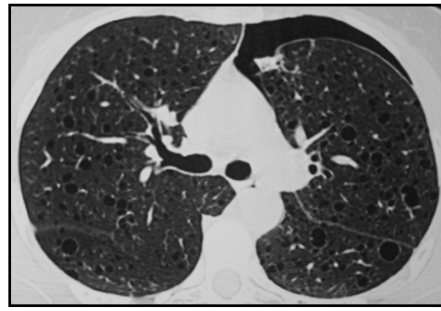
TC de paciente portadora de LAM com cistos difusos e pneumotórax à esquerda
